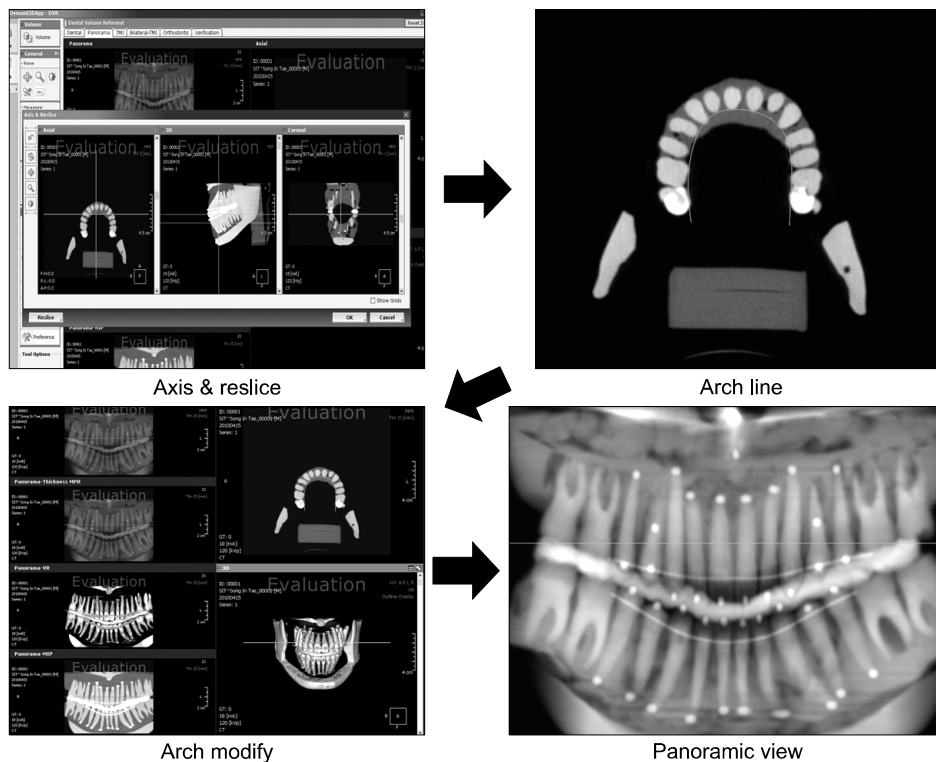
Generation of panoramic view from CBCT data. CBCT, Cone beam computed tomography.
